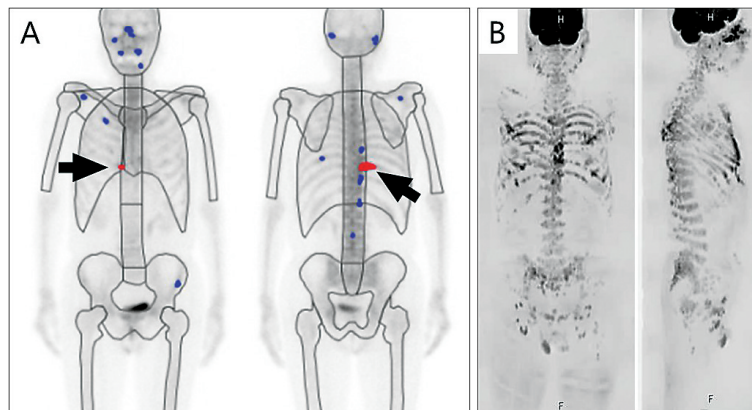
Coronal images of Case 1 for detection of bone metastasis. (A) Bone scintigraphy showing two red-colored hot spots (arrows) diagnosed as bone metastasis using BONENAVI (FUJIFILM Toyama Chemical, Co. Ltd., Tokyo, Japan; EXINI Diagnostics AB, Lund, Sweden). (B) Coronal reformatted DWIBS images showing diffuse bone metastasis around the thoracic, spinal and pelvic bone.
